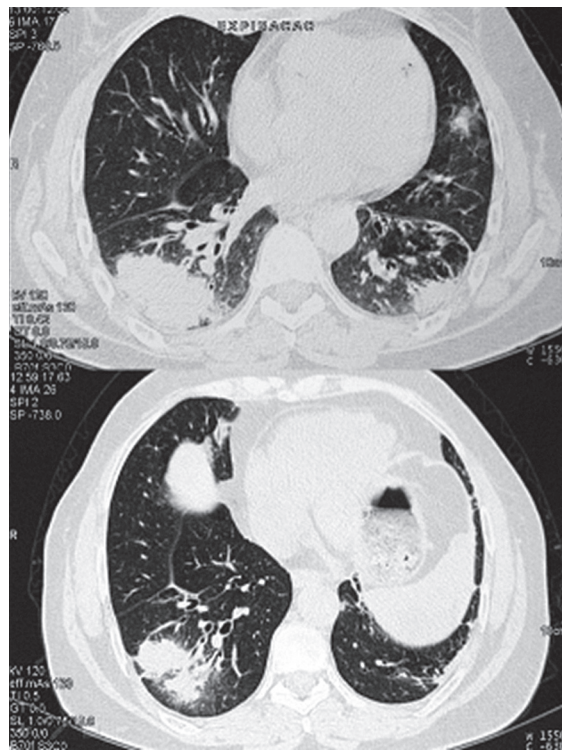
Cortes de tomografia computadorizada do tórax mostrando consolidações bilaterais (Caso 2).
